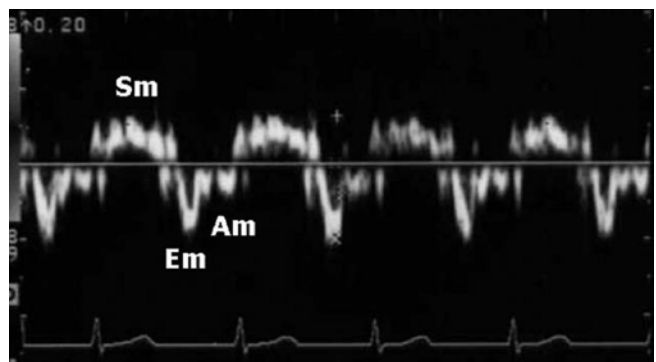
Pulsed wave tissue Doppler velocity curves. Abbreviations: Sm, peak systolic velocity; Em, peak early diastolic velocity; Am, peak late diastolic velocity.
